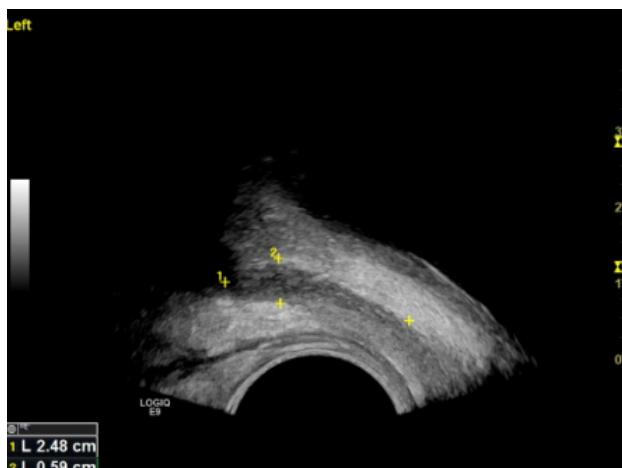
УЗИ левого семенного пузырька (трансректальный доступ) через 18 мес. от начала лечения. Семенной пузырек уменьшен в размерах, однородной гиперэхогенной структуры, аваскулярный
